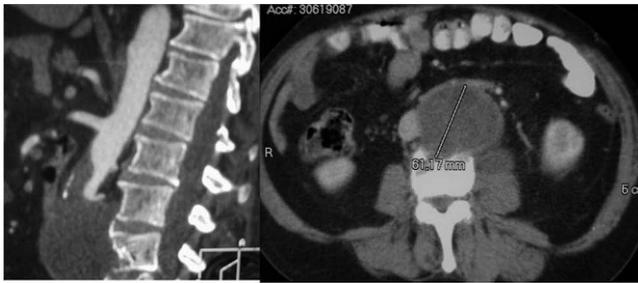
Angio-tomografía axial computarizada: masa englobando aorta con trombosis aórtica distal a renales y erosión de cuerpos vertebrales L3-L4.
